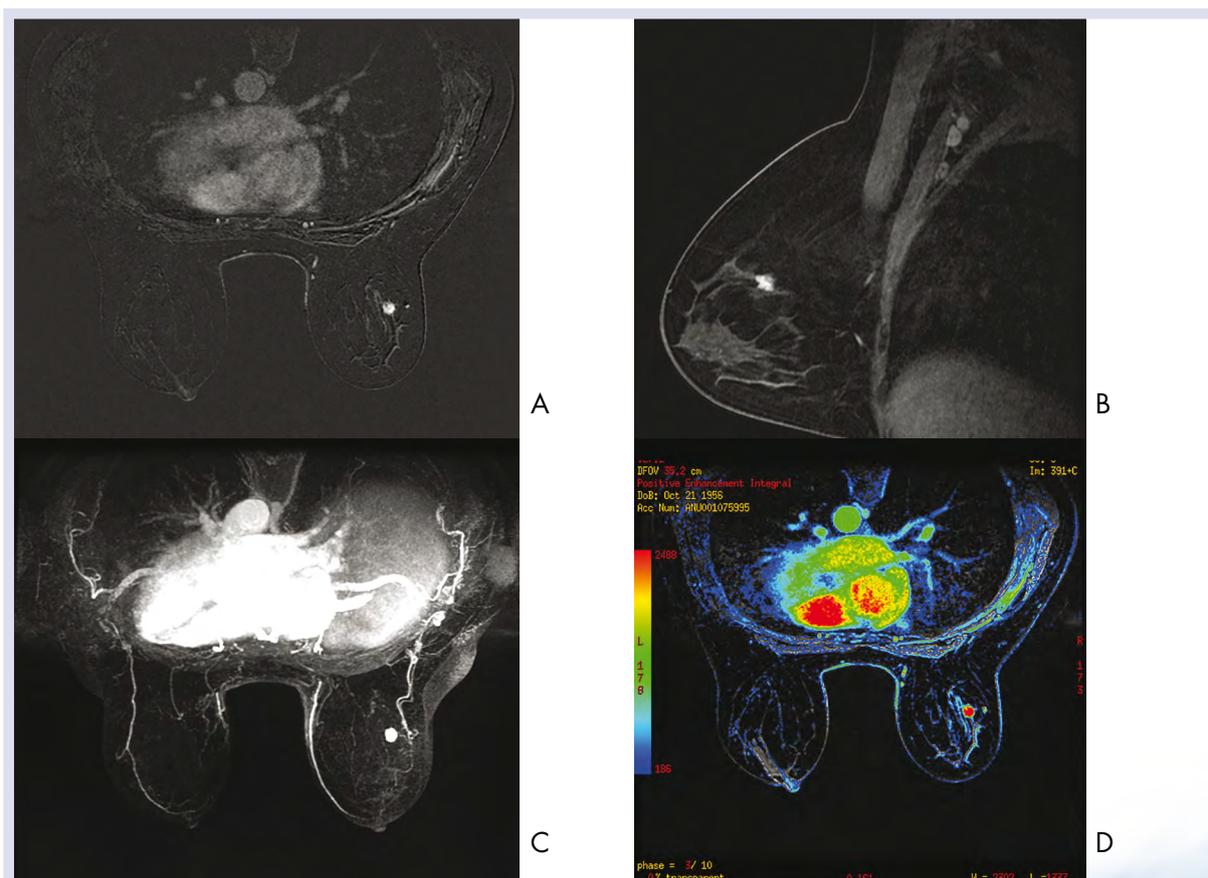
RM mammaria eseguita in paziente di 52 anni per approfondimento diagnostico di nodulo parenchimale mammario destro rilevato in esame mammografico ed ecografico. Le sequenze dinamiche T1 in assiale (A) e sagittale (B) effettuate dopo somministrazione di 12 ml di Clariscan, documentano la presenza di nodulo parenchimale nel quadrante superiore esterno della mammella destra che presenta intenso enhancement precoce. Nelle ricostruzioni MIP si apprezzano i fenomeni di neoangiogenesi che circoscrivono la lesione (C) mentre la mappa colorimetrica (D) ne conferma visivamente il marcato potenziamento rispetto ai tessuti contigui. All'esame istologico il nodulo è risultato un carcinoma duttale infiltrante di alto grado (immagine cortesia della Prof.ssa Federica Pediconi, Sapienza Università di Roma).
